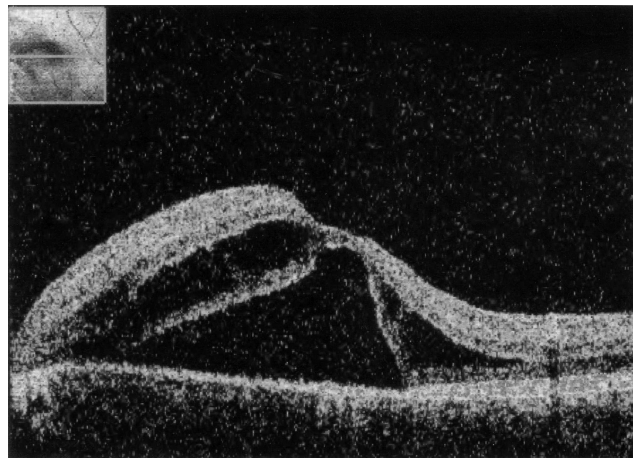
\*. Оптическая когерентная томограмма макулярной области левого глаза б-го Б.
